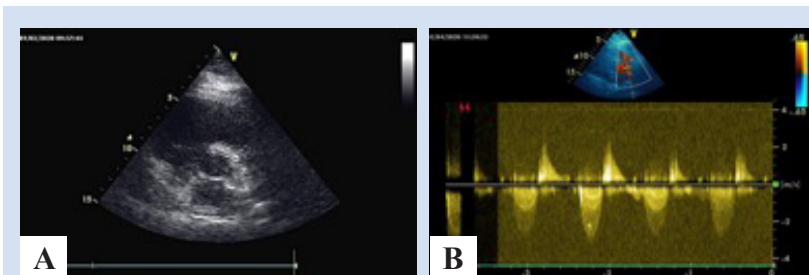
Результаты трансторакальной эхокардиографии: А – наличие гетерогенных масс в просвете ствола ЛА; В – пиковый градиент давления на клапане ЛА
